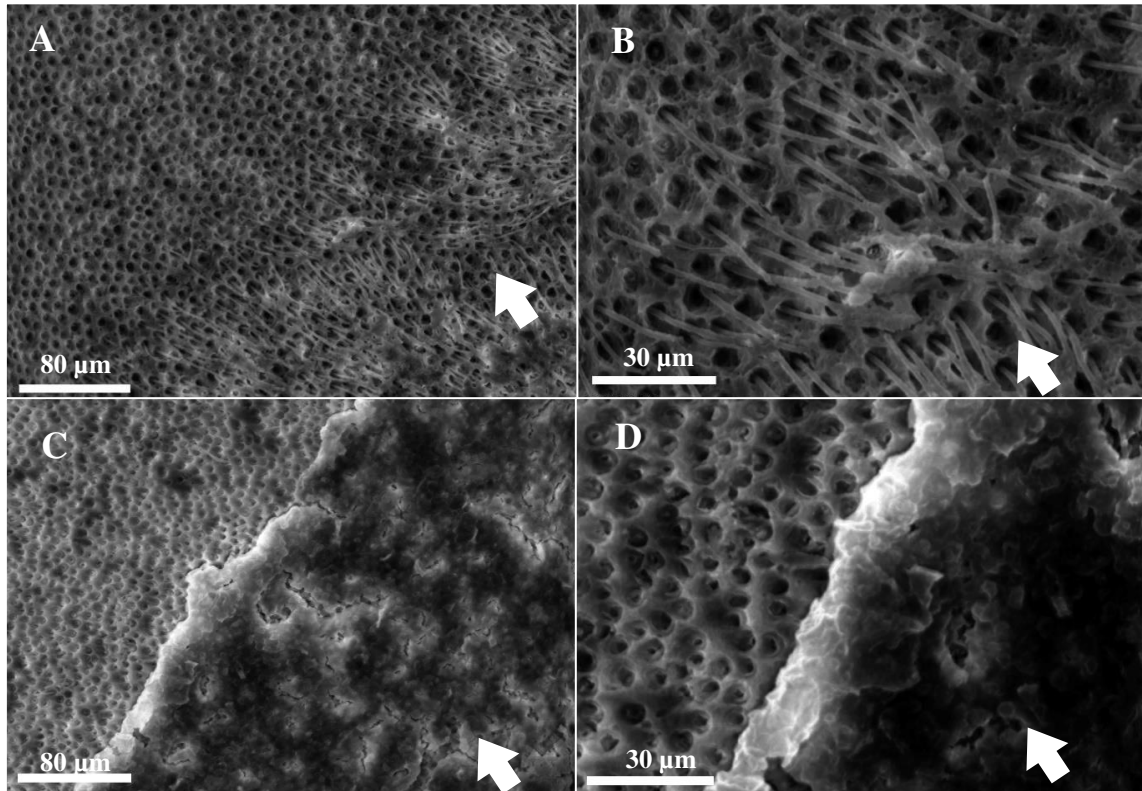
Nas imagens A e B estão indicados *resin tags* pela seta. Nas imagens C e D É visível a presença de resina auto-adesiva indicada pela seta. A: CT_5_F com ampliação 500x; B: CT_5_F com ampliação 1500x; C: CT_5_G com ampliação 500x; D: CT_5_G com ampliação 1500x.
